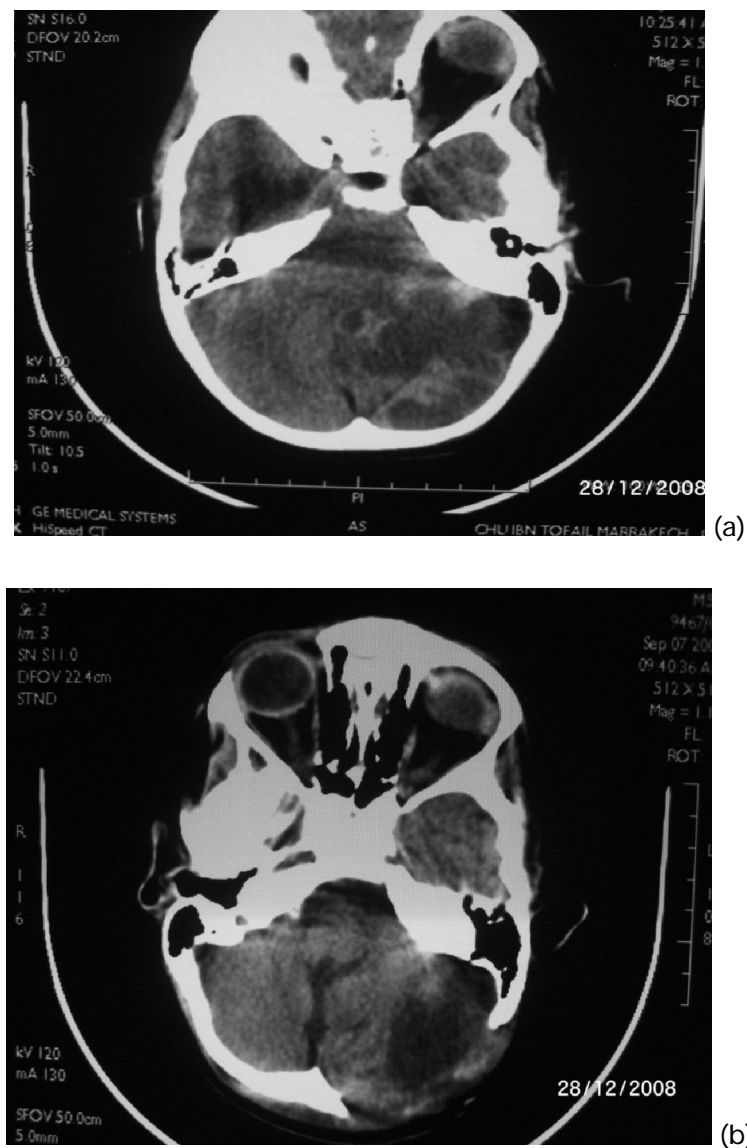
TDM cérébrale en coupe axiale avec injection de produit de contraste (a) montrant un médulloblastome et son contrôle après exérèse chirurgicale (b).
